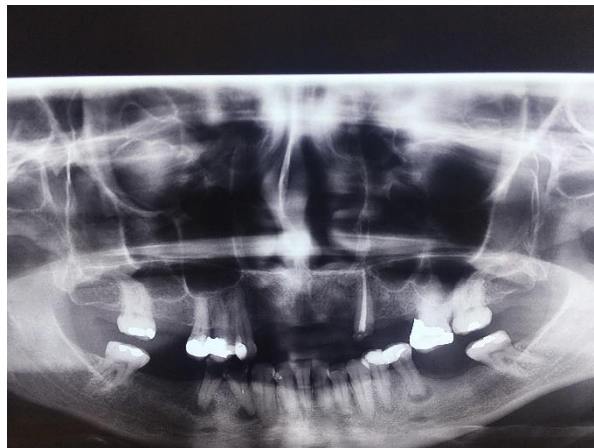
radiografia inicial panorâmica
